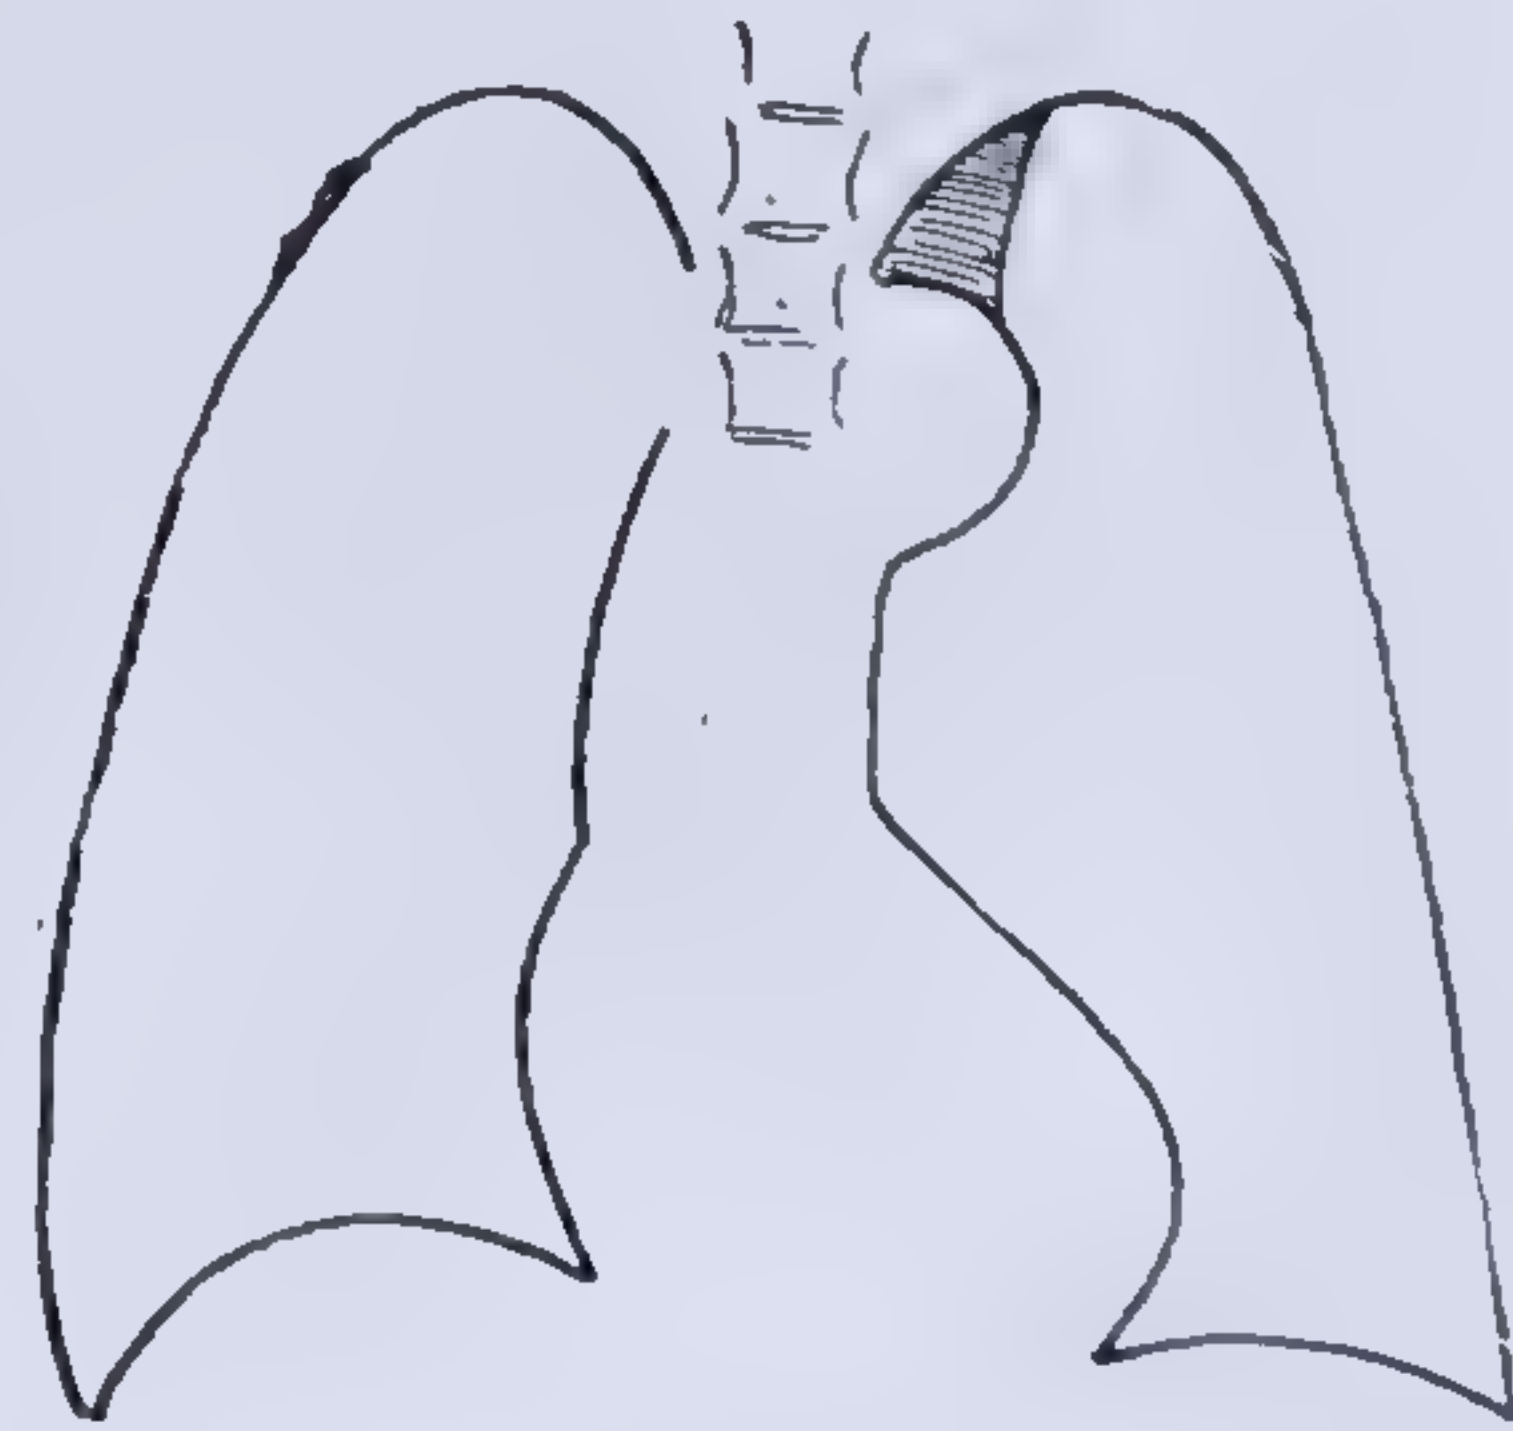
a. — Teleradiografia inimii și plămânului la un copil de 10 ani.
